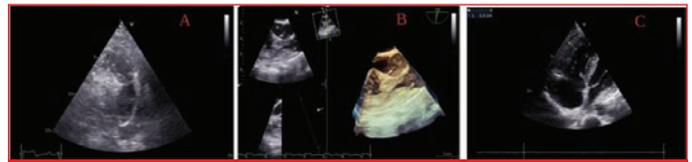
2D(a) and 3D(b) Echocardiography shows supralvalvular pulmonary stenosis and RW hypertrophy (c). 2D (a) ve 3D (b) Ekokardiyografide membranöz supralvalvuler pulmoner stenozis ve sağ ventrikül hipertrofisi izlendi (c)(sağ ventrikül serbest duvar 12 mm).
